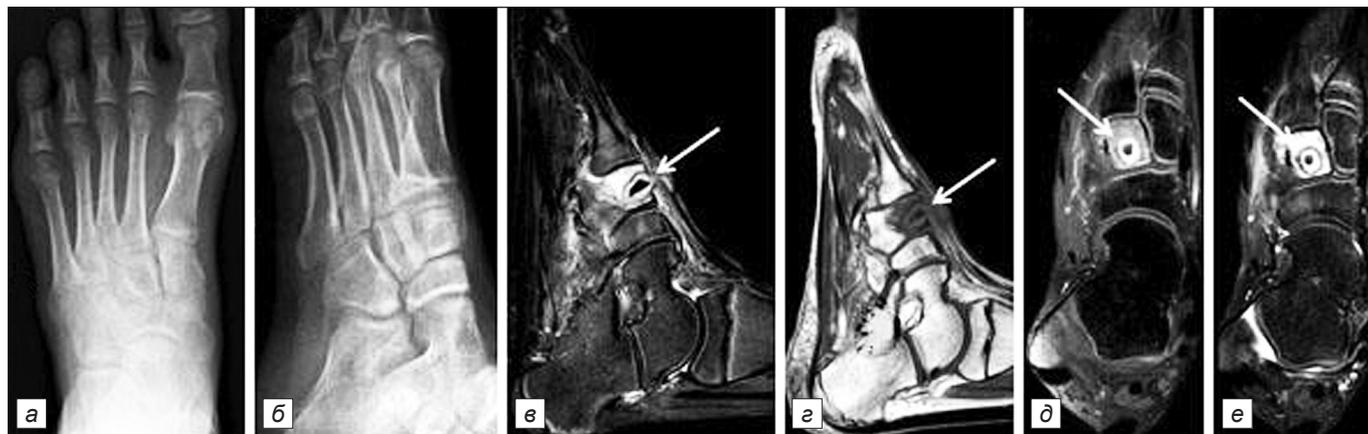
Посттравматический остеомиелит медиальной клиновидной кости. Рентгенограмма стопы: прямая (а) и боковая (б) проекции – патологических изменений не выявлено. МРТ стопы: сагиттальная проекция STIR (в) – медиальная клиновидная кость с неоднородным, преимущественно гиперинтенсивным, сигналом, который распространяется на сустав, в центре патологической зоны располагается четко ограниченное гипоинтенсивное инородное тело (стрелка); сагиттальная проекция T1ВИ (г) – медиальная клиновидная кость с гиперинтенсивным сигналом, в центре которого имеется зона с ещё более низким сигналом – инородное тело (стрелка); корональная проекция T1ВИ FS (д) и T2ВИ FS (е) – четко видно инородное тело (стрелка) на фоне отёчной медиальной клиновидной кости.
